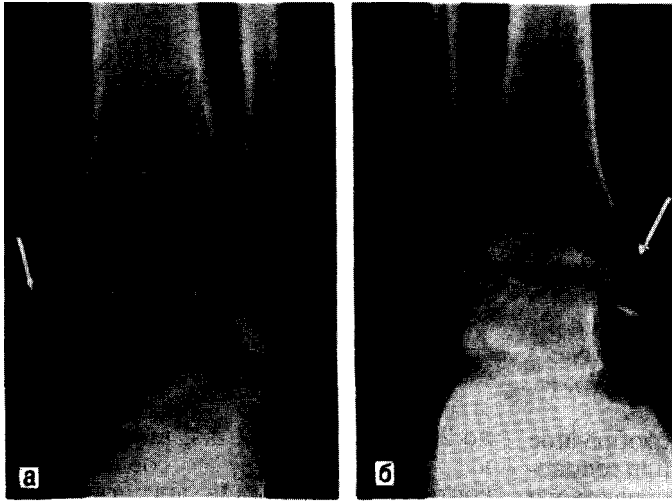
Рентгенограмма больного с изолированным переломом внутренней лодыжки после адгезивного ультразвукового остеосинтеза (а) и через 1,5 мес — сращение отломков большеберцовой кости (б).
